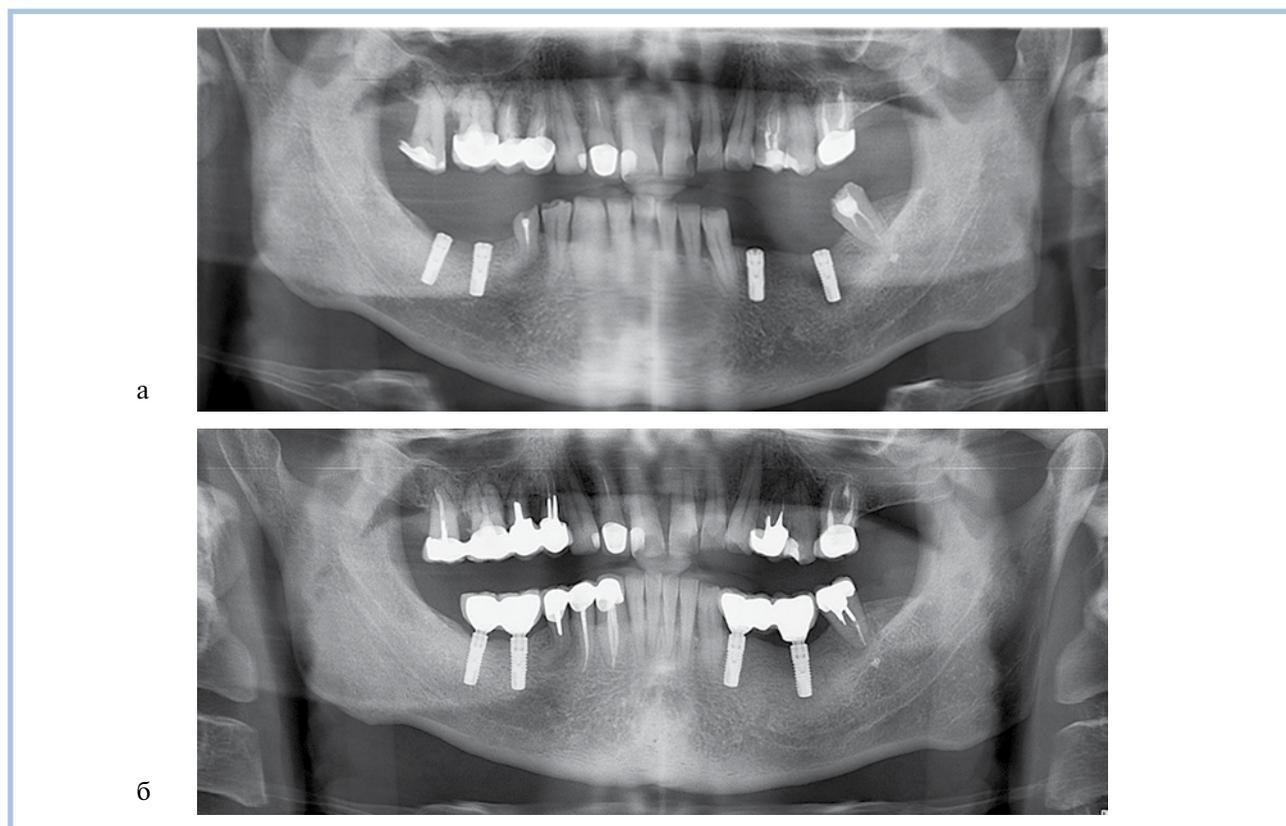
Ортопантомограмма после установки имплантатов (а) и через год после ортопедического лечения (б).
